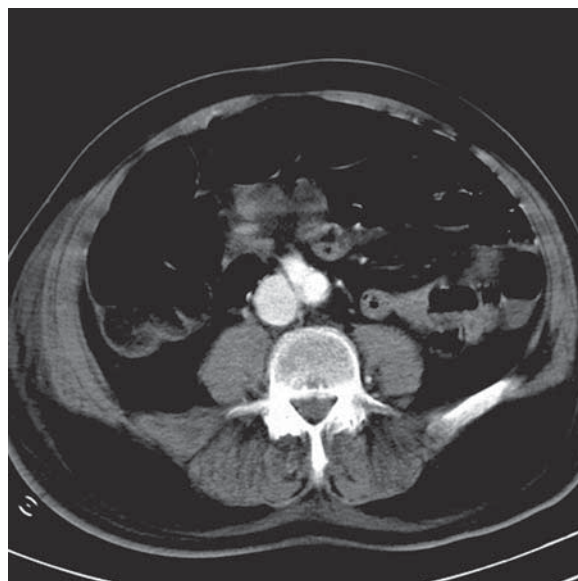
Computed tomography. Visible concomitant contrasted blood flow in aorta and in inferior vena cava
